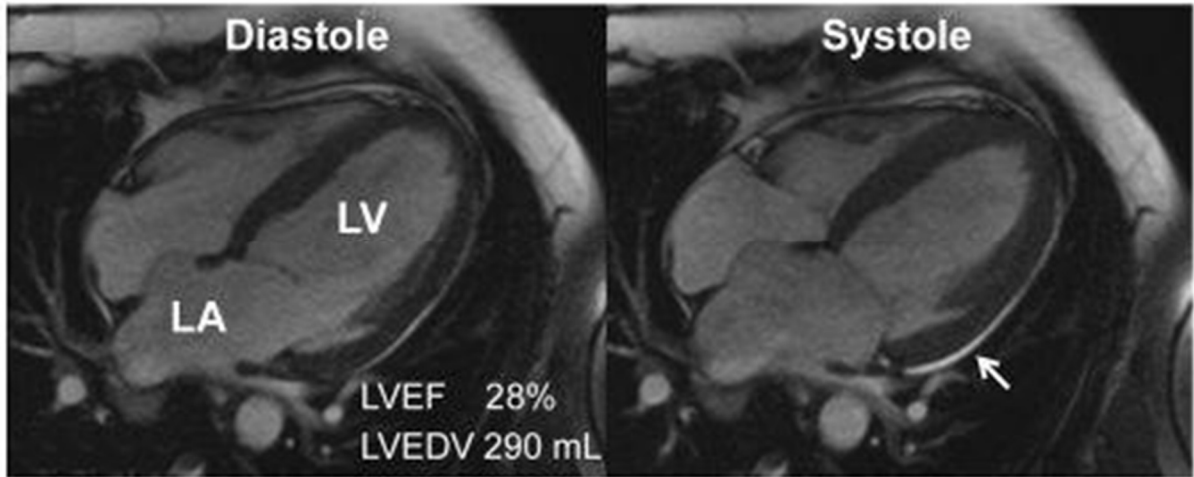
IRM cardiaque [109].
